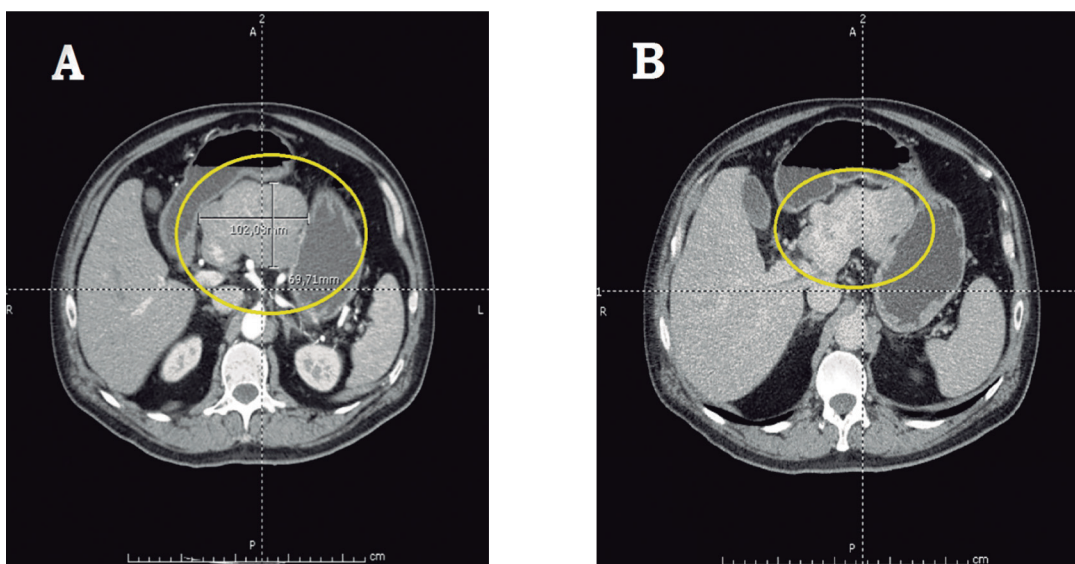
Tomografía abdominal computadorizada. A. Fase arterial temprana en la que se observa un tumor fibroso solitario como una masa hepática hipodensa, heterogénea, muy irrigada, bien definida y delimitada por una cápsula gruesa en un paciente de 58 años de edad. B. Fase portal, en la cual es posible identificar un tumor fibroso solitario del hígado con múltiples áreas hipodensas con diferentes grados de realce.
